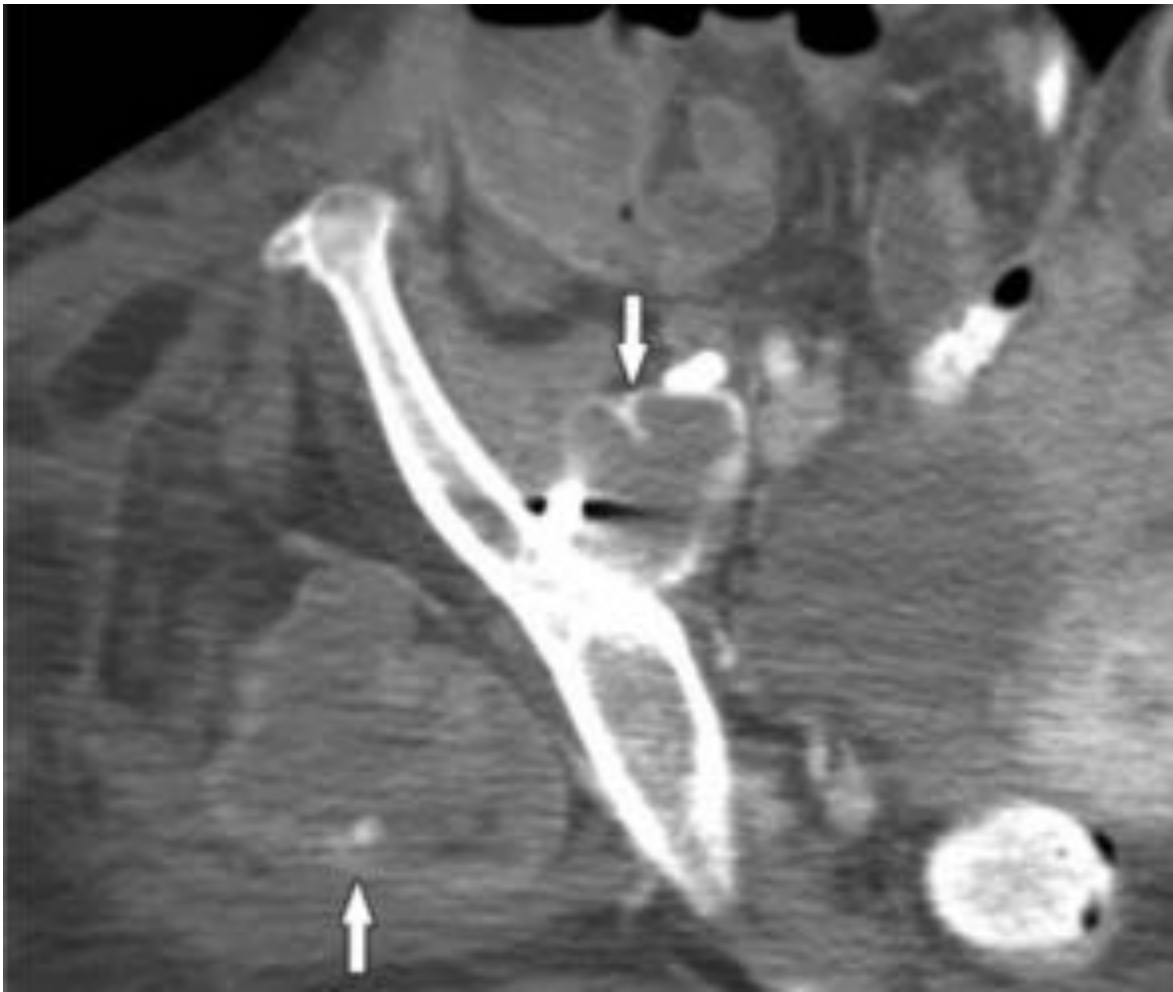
Pseudotumores óseos. TC axial en paciente con prótesis metal-metal que presenta colecciones periprotésicas con debris denso periférico (flechas).
